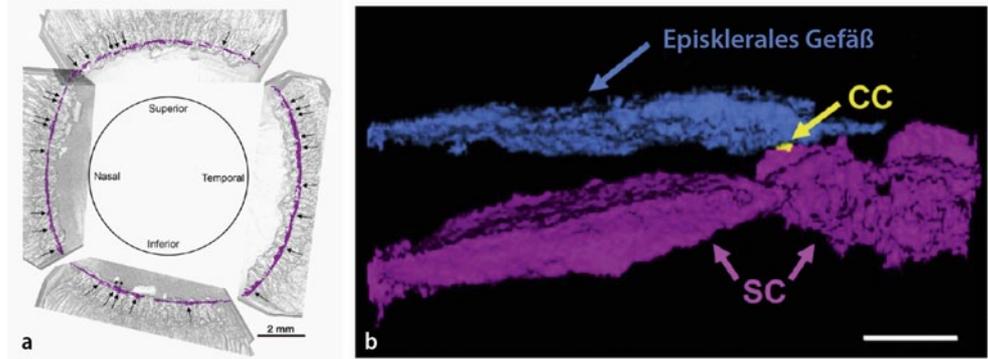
▲ a Rekonstruktion des Schlemm-Kanals (*lila*) nach 3D-Micro-CT eines perfundierten humanen Auges (5 µm Voxel-Scans). Auffällig sind die irreguläre Struktur des Schlemm-Kanals sowie der unregelmäßige Abgang der Kollektorkanäle. b 3D-Rekonstruktion eines Abschnittes des Schlemm-Kanals mit Kollektorkanal und weiterführendem episkleralem Gefäß. Beachtlich erscheinen die feine Struktur des verbindenden Kollektorkanals sowie die Irregulartät von Schlemm-Kanal und episkleralem Gefäß. (Aus [31]; mit freundl. Genehmigung von Elsevier)
